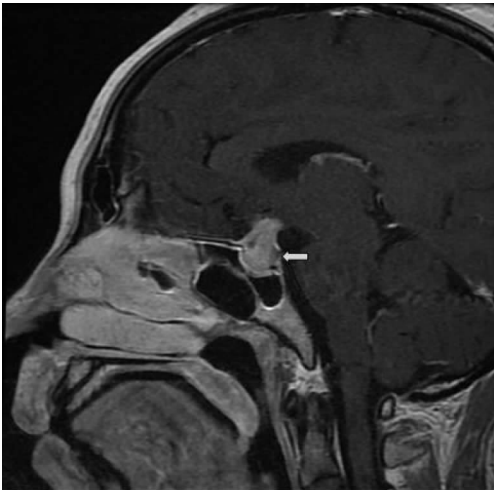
头部 MRI 增强扫描见鞍区病灶不均匀斑片状强化
